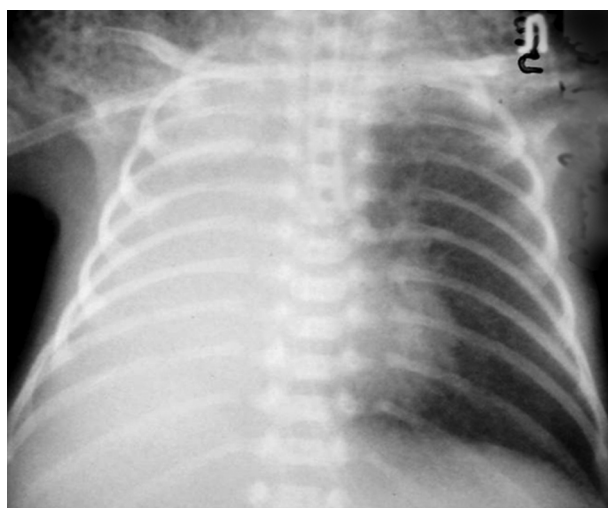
Контрольна рентгенограма ОГК через 1 добу. Прогресування синдрому витоку повітря в грудну клітку: приєднання правобічного пневмотораксу
